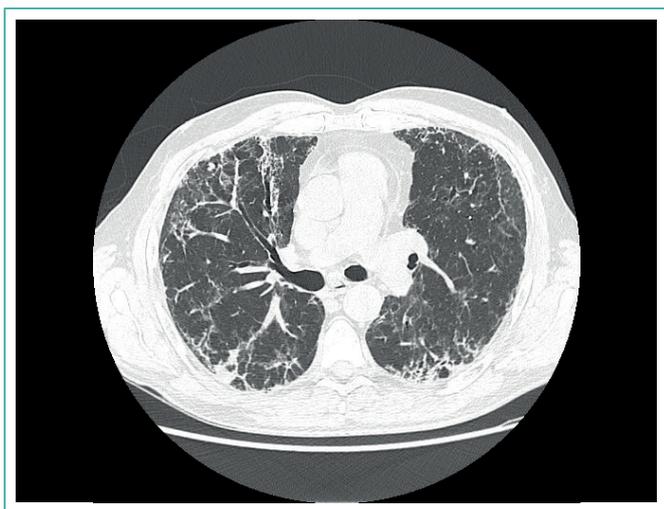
imagen de TC torácico con focos de consolidación parcheados y periféricos con dilataciones peribronquiales, sugestivos de neumonía organizada criptogénica (NOC).
